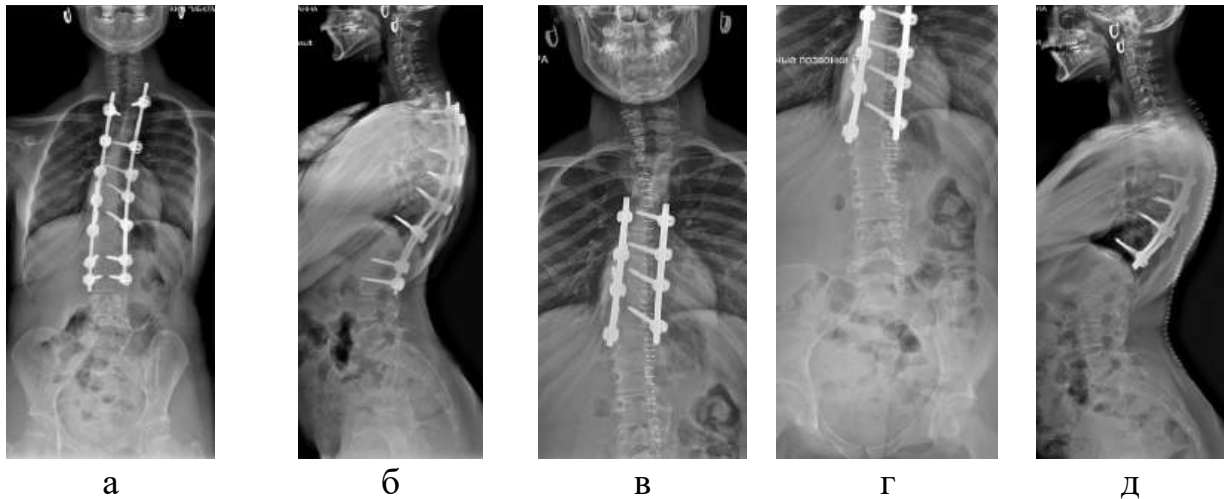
Фотовідбитки рентгенограм хворої С. у передньо-задній (а) та бічній проекціях (б) через 5 років після хірургічного лікування (міграція тренспедикулярних гвинтів) та рентгенограми у передньо-задній (в-г) та бічній проекціях (д) після ревізійного хірургічного втручання
